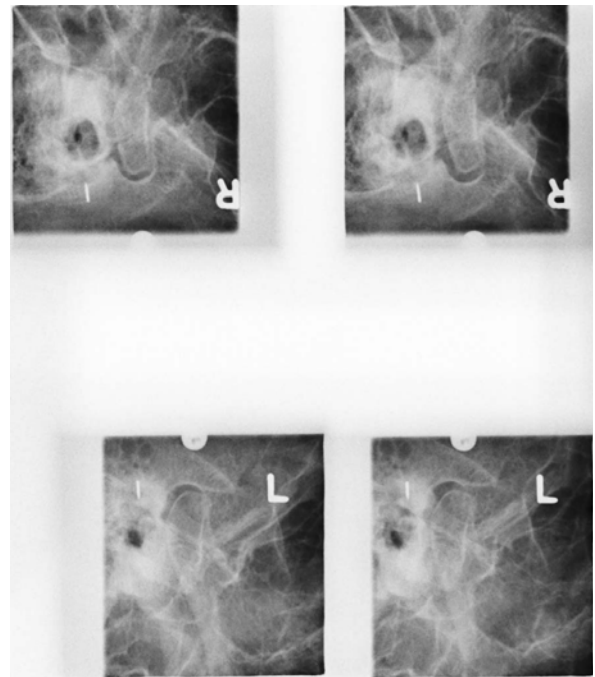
Case 1. Transcranial radiographic image
